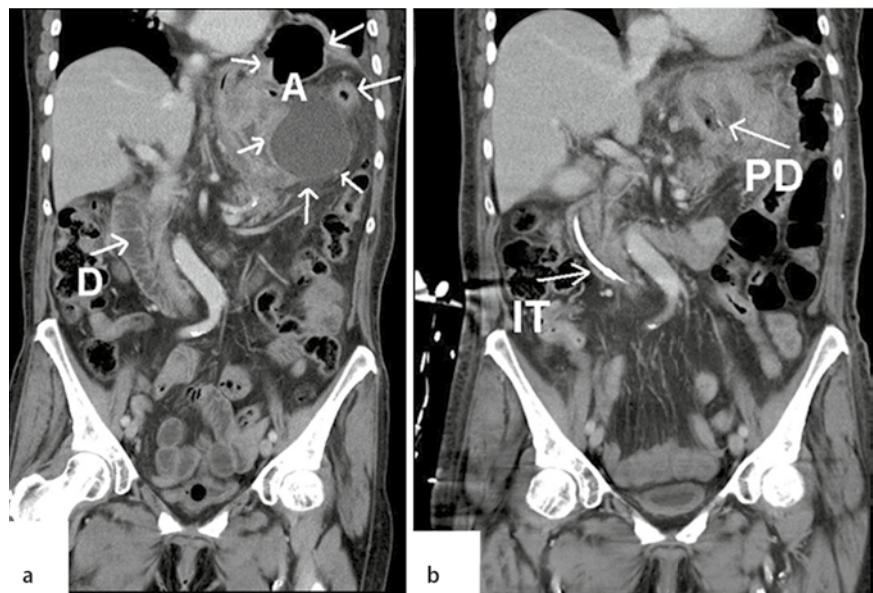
a Aufnahmebefund, Schnittbild diagnostik durch Computertomographie, Abszess (A) im Oberbauch und distalen Mediastinum; Duodenum (D). b 5. Tag postoperativ, einliegende intestinale Ernährungssonde (IT) im Duodenum, intraluminal platzierte offenporige Polyurethandrainage (PD) im Magen mit vollständiger aktiver Magenentlastung durch Vakuum
